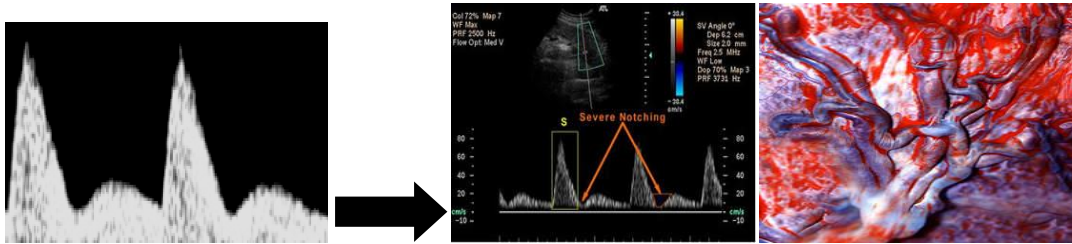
Nr. 1.5. Doppleri i AU në rastet me Insufiçencë Placentare (PE, IUGR, etj)
